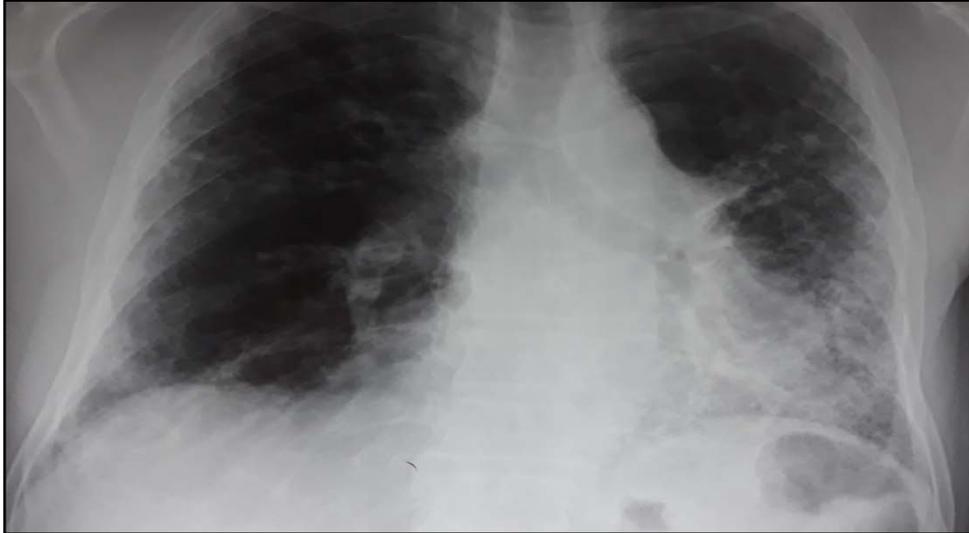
Radiographie thoracique de face montrant un syndrome interstitiel diffus chez un patient présentant une FPI.
